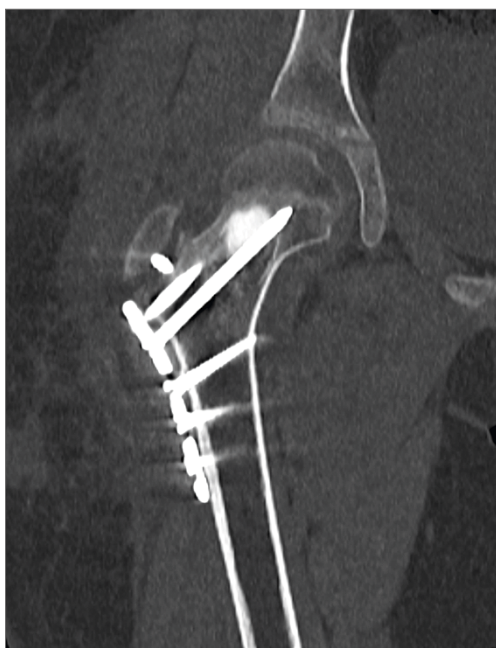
Результати КТ після оперативного втручання
